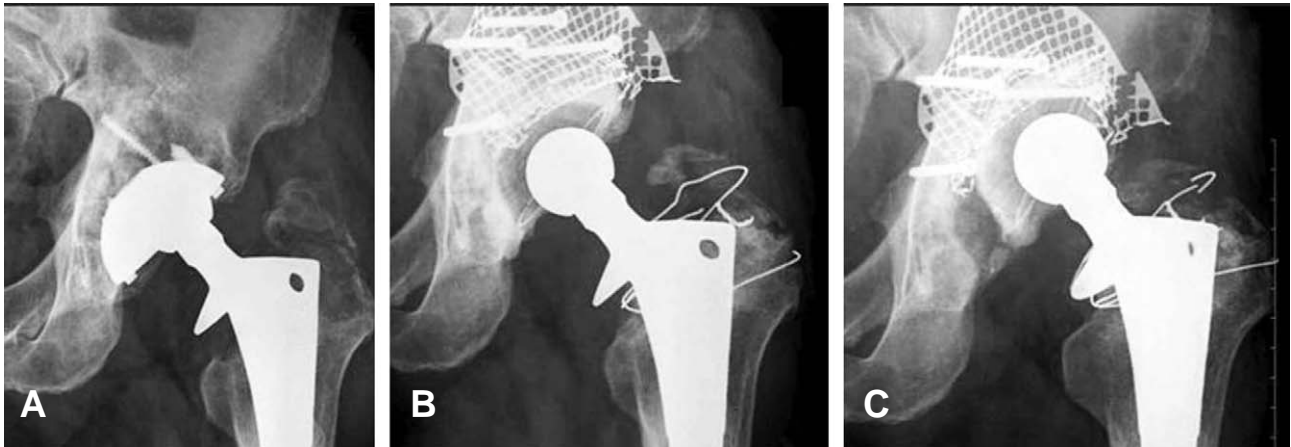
(A) Preoperative radiograph of 51 years-old male hip in which a acetabular reconstruction with impacted morselized allograft and wire mesh in revision total hip arthroplasty. (B) At 19 months, postoperative radiograph showing severe inclination change(14.51 degree), medial migration(11.12 mm) and superior migration(11.6 mm). (C) At 25 months (last follow up), patients was asymptomatic and Harris hip score was 91 points.
